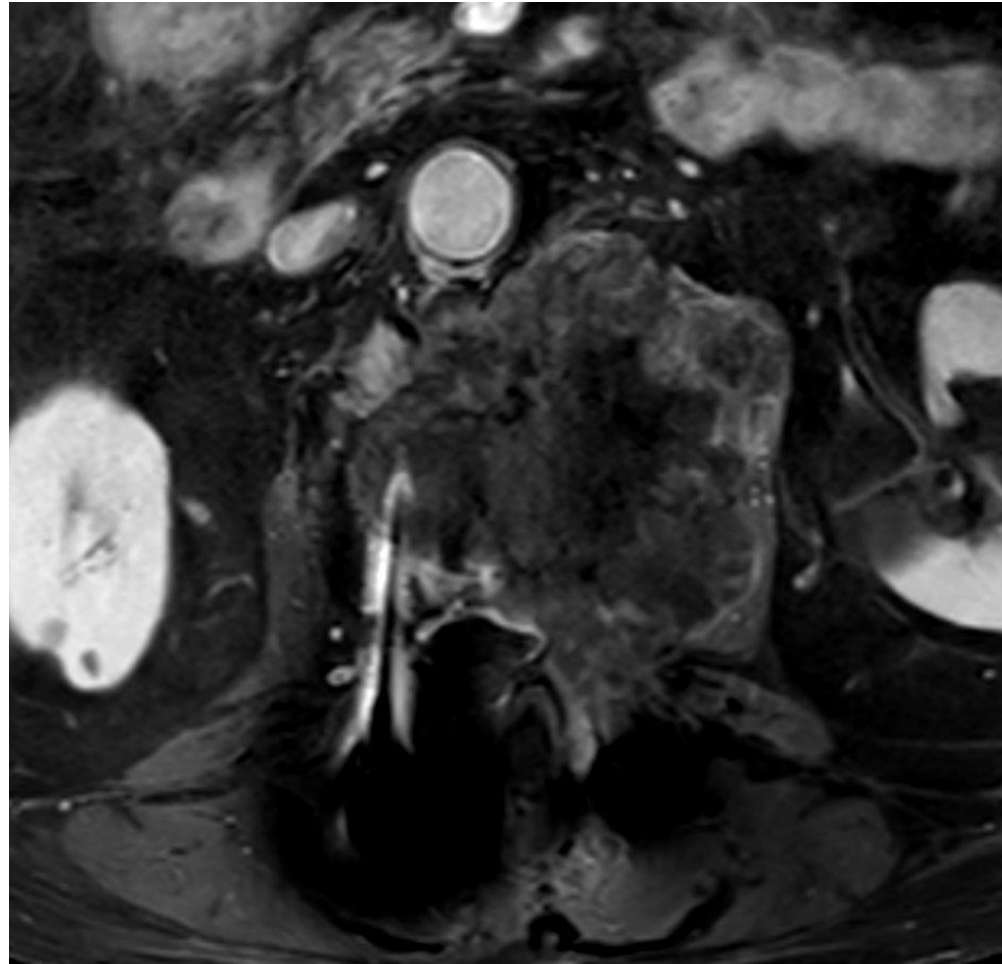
RM columna lumbar. Mismo paciente que figura 16. T1 TSE post contraste. Lesión metastásica ósea con componente de partes blandas bien definido y afectación del pedículo izquierdo de L2. Artefactos metálicos por material de fijación.
